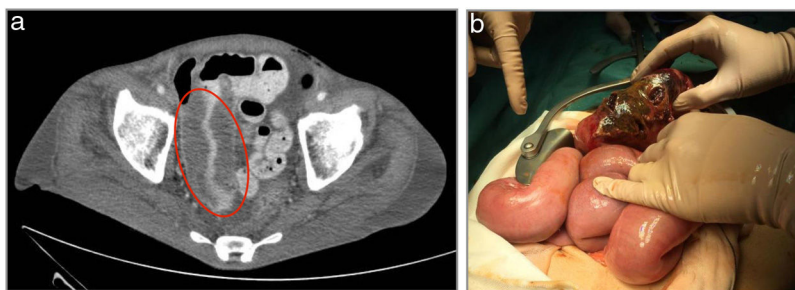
a) Corte TC donde observamos la imagen de la masa tumoral de carcinoma pulmonar responsable de la intususcepción y posterior perforación. b) Imagen intraoperatoria de la tumoración objetivándose perforación intestinal.
